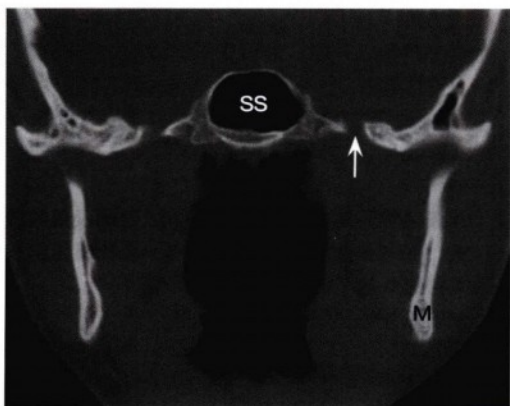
更后方的冠状位CT骨窗图像，显示正常卵圆孔（箭头），三叉神经第三支由此出颅。
